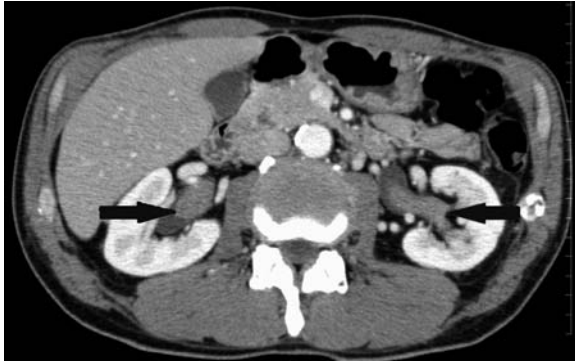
Abdominal enhanced CT scan showing renal pelvic tumors on both sides.
